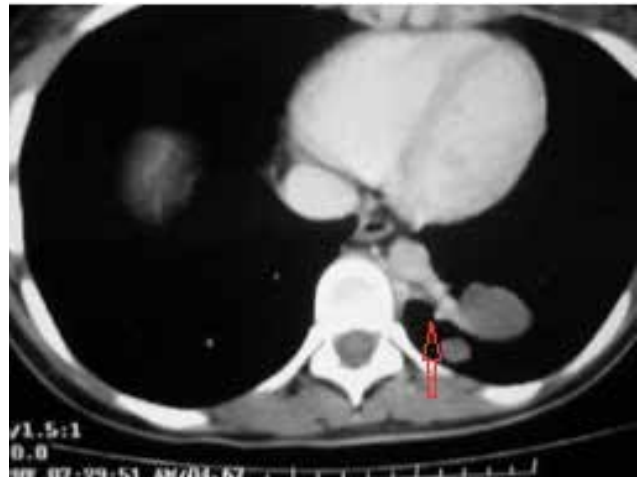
a y b. TC de Tórax ventana para mediastino y ventana para pulmón respectivamente donde se puede observar claramente la arteria aberrante proveniente de la aorta (flecha) irrigando el secuestro intralobar.
